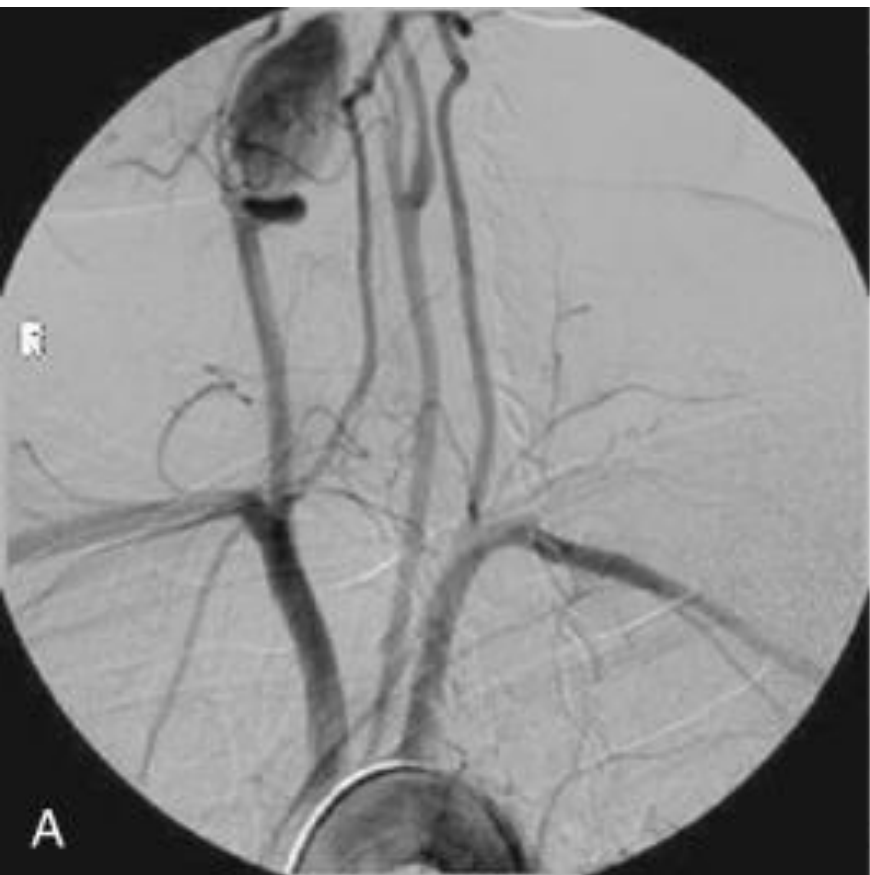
Standard arch aortogram in a patient with atherosclerotic occlusive disease (A) and in a patient with Takayasu's arteritis (B). Magnetic resonance angiography of atherosclerotic disease involving innominate and left common carotid arteries (C).
